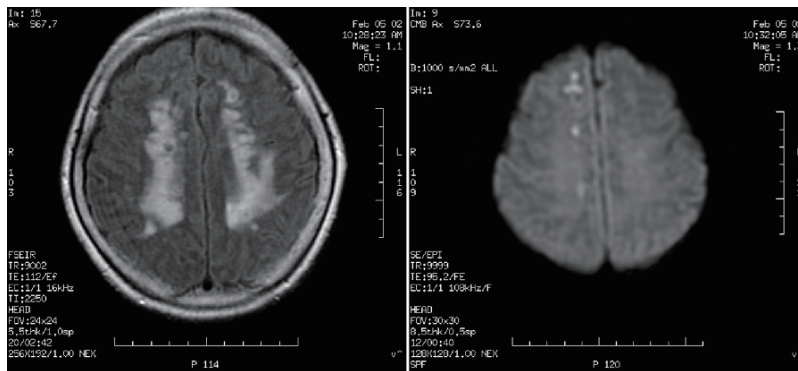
擴散加權平面回音影像波序 (DWI-EPI)
